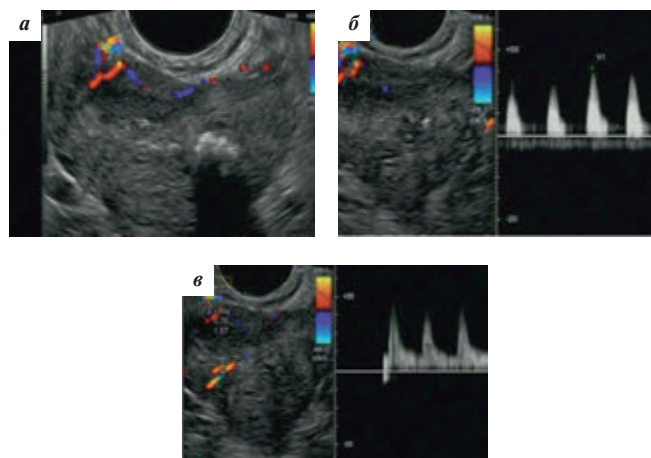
Данные ТРУЗИ: а — при цветовом доплеровском кодировании в задних отделах периферической зоны ПЖ слева (ближе к левому семенному пузырьку) определяется солидное гипозоногенное образование условными размерами 28×16 мм, сниженной эхогенности, несколько гетерогенной структуры, незначительно деформирующее контур ПЖ, с достоверно большей васкуляризацией образования; б, в — при доплерографии в периферической зоне преимущественно слева определяются дополнительные сосудистые локусы. При доплерографии артерий ПЖ максимальная систолическая скорость кровотока в уретральных артериях до 18 см/с, ИР сосудов 0,73; в артерии узла центральной зоны до 40 см/с, ИР сосудов 0,78; в артериях образования левой периферической зоны — до 27 см/с, ИР сосудов 0,64
